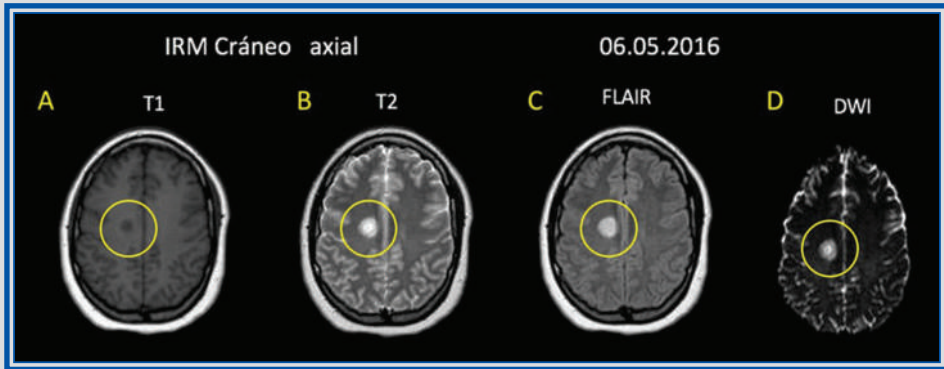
Capítulo 23. IRM de cerebro en cortes axiales, con lesión de comportamiento hipointenso en T1 (A) e hiperintenso en secuencias T2 (B) y FLAIR (C), sin restricción a la difusión en secuencias de ADC (D); localizada en el centro semioval derecho, con un anillo hipointenso en T2.
